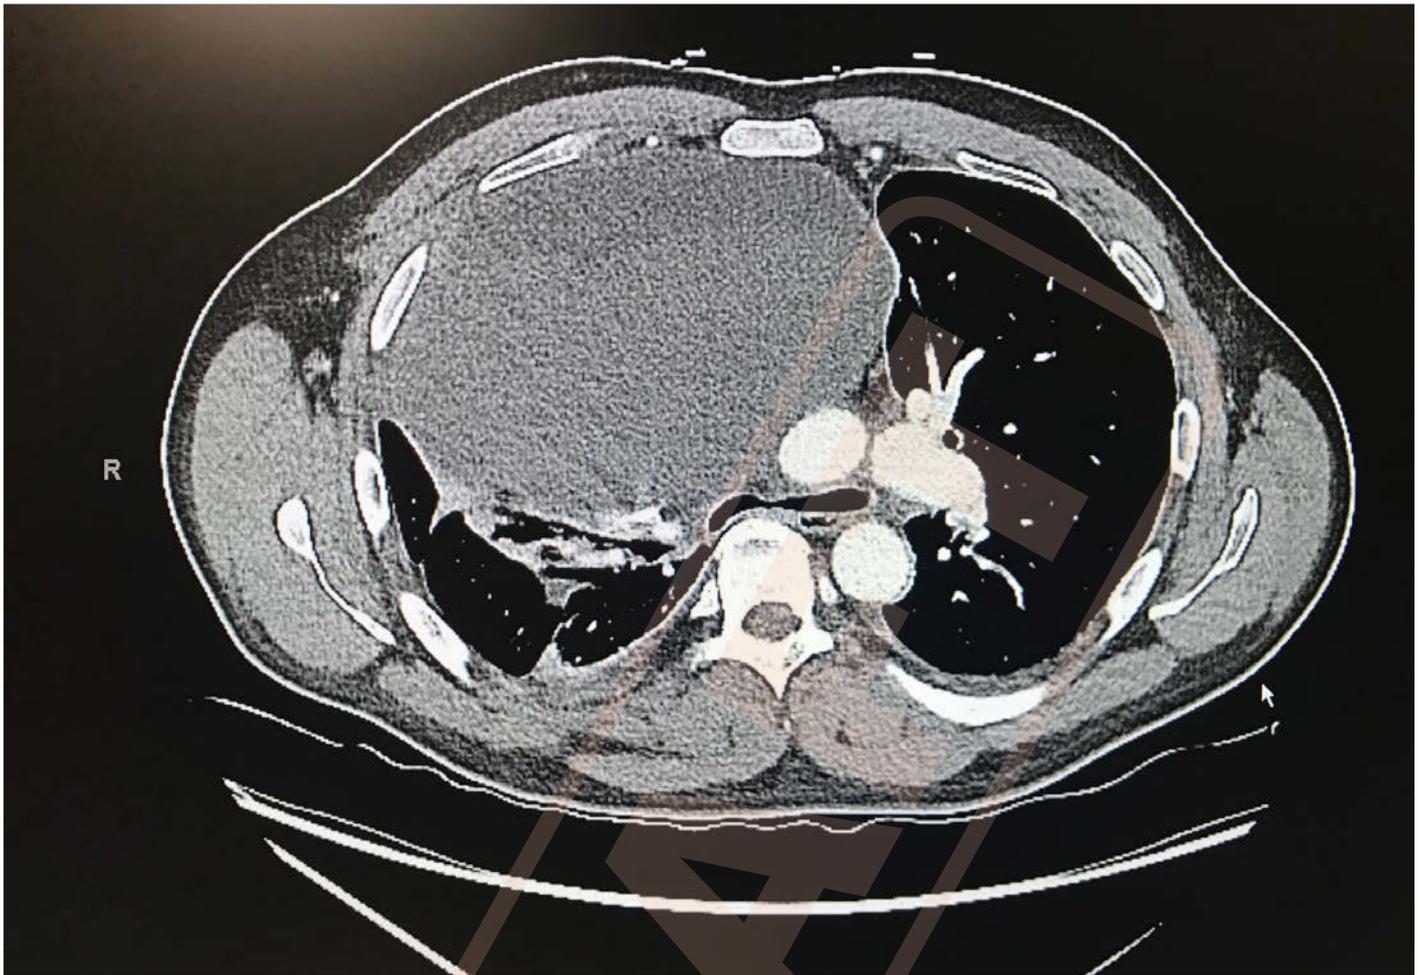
CT scan thoracique, vue axiale.
